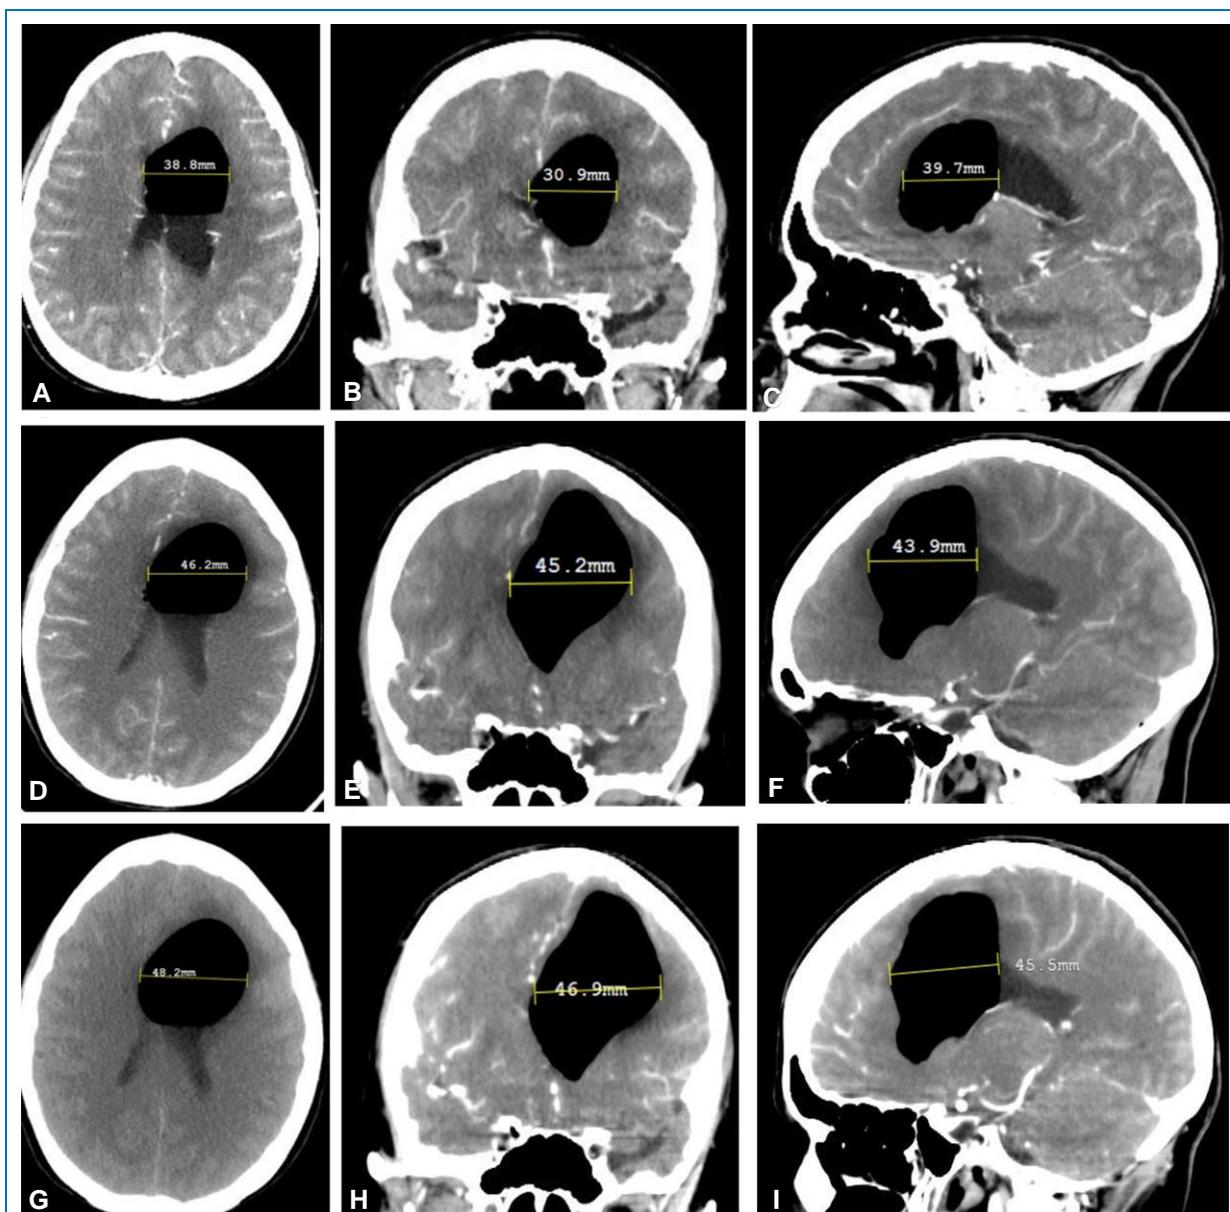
Tomografías cerebrales en vista axial, coronal y sagital en donde se aprecia el incremento de volumen del neumocentrículo (área de hipodensidad extrema en ventrículo) a través del tiempo. (A, B, C) 2 meses antes, (D, E, F) 1 mes antes y, (G, H, I) al ingreso a emergencia.
